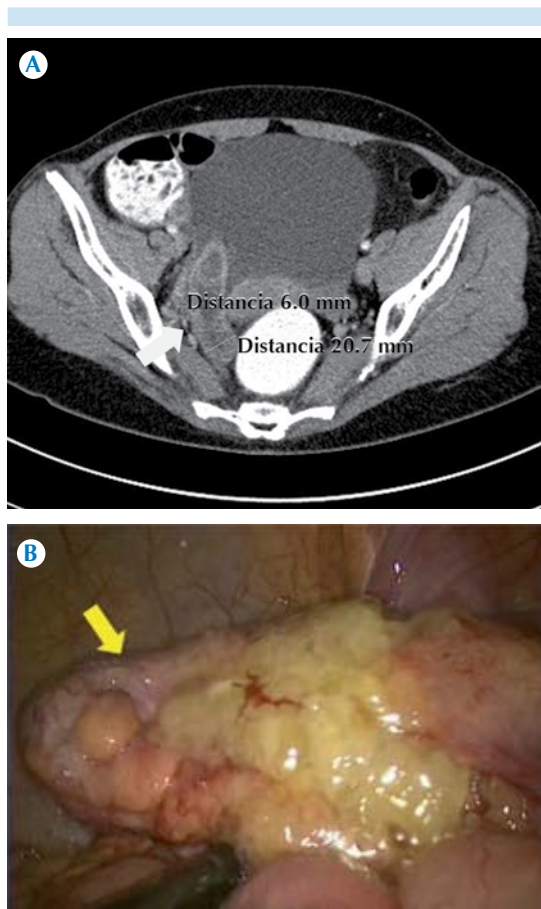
Paciente de 55 años, con síndrome doloroso abdominal agudo y diagnóstico clínico de apendicitis aguda. La tomografía computada abdominopélvica mostró la anormalidad del apéndice y diagnosticó la apendicitis atípica, con distensión intraluminal, incluso de 2 cm, que condicionó la sospecha de contenido anormal, mucóide. El reporte histopatológico fue: apendicitis aguda fibrinopurulenta con mucocoele asociado y periapendicitis aguda fibrinopurulenta.
